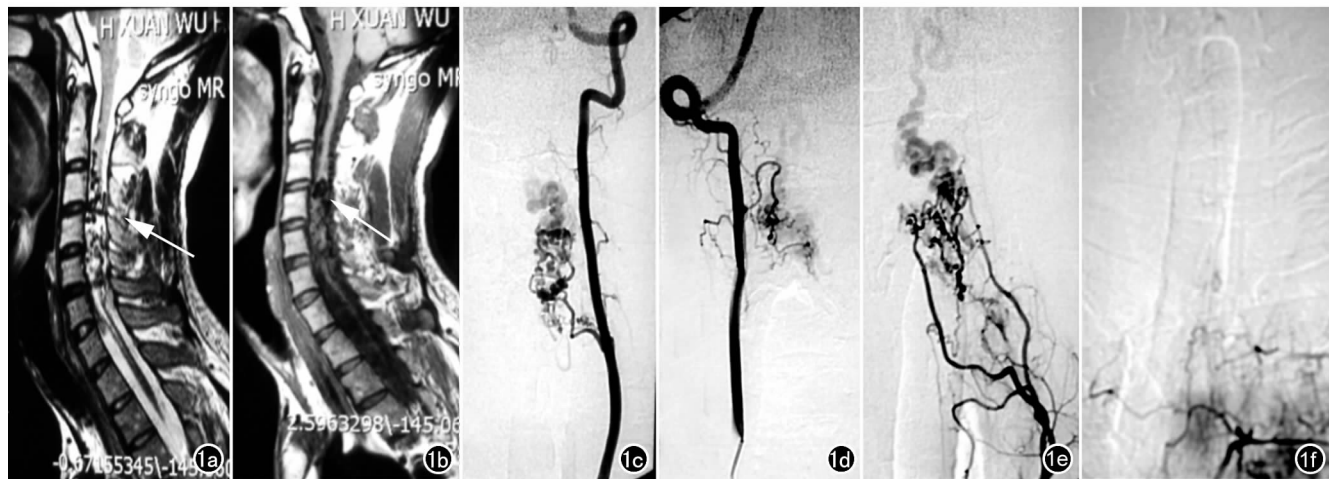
a) 颈髓 MRI T_2 WI 显示颈髓血管畸形(箭); b) 颈髓 MRI T_1 WI 示颈髓血管畸形(箭); c) L-VA 向畸形团供血; d) R-VA 向畸形团供血; e) R-CCA 向畸形团供血; f) L-T5 向畸形团供血。
